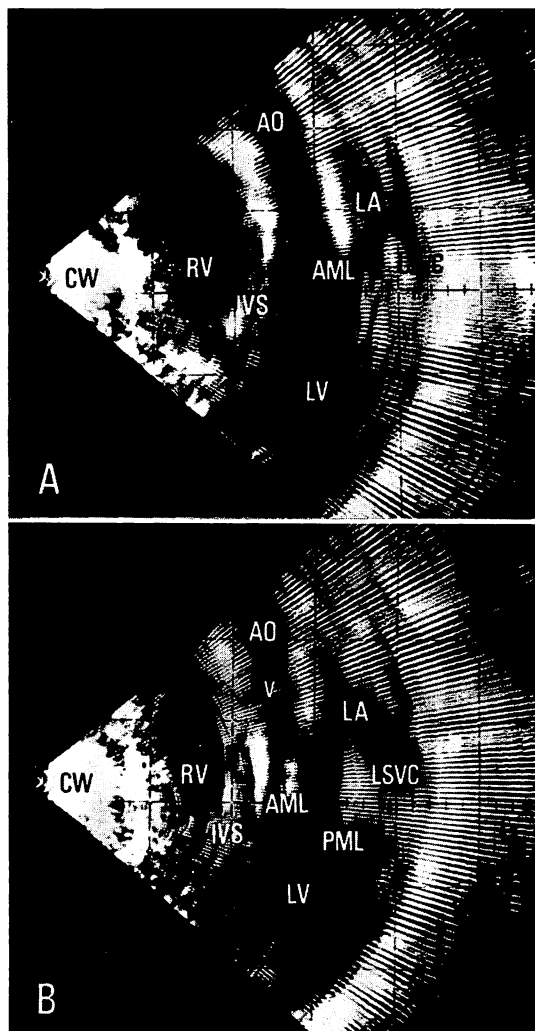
Cross-sectional echocardiograms along the heart long axis in a 4-year-old boy with pulmonary stenosis.
